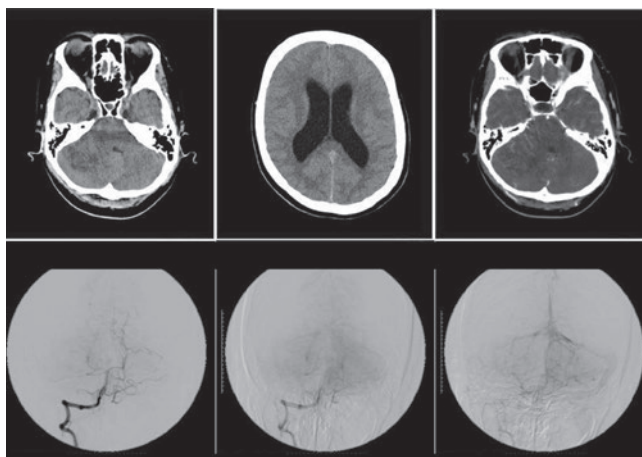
上段 左, 中央: 頭部単純CT, 右: 造影CT
